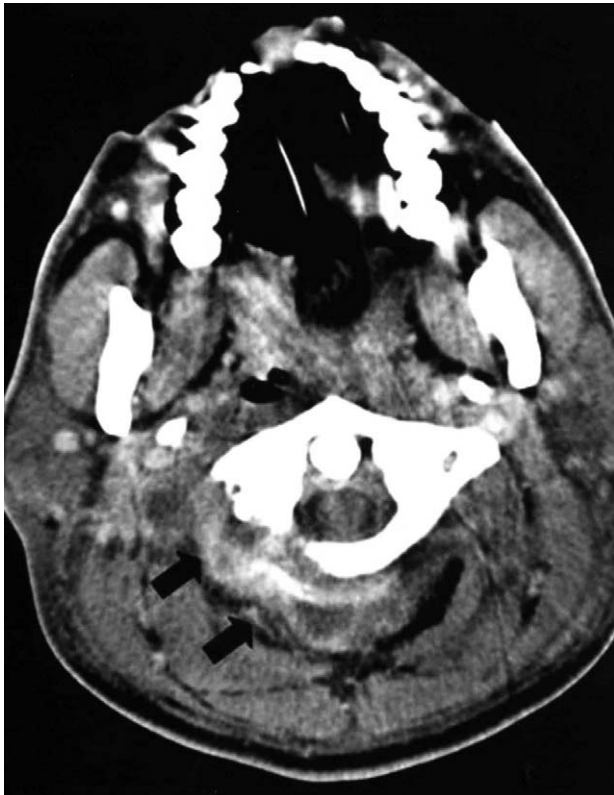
Initial CT scan of the neck shows paraspinal abscess (arrows).
